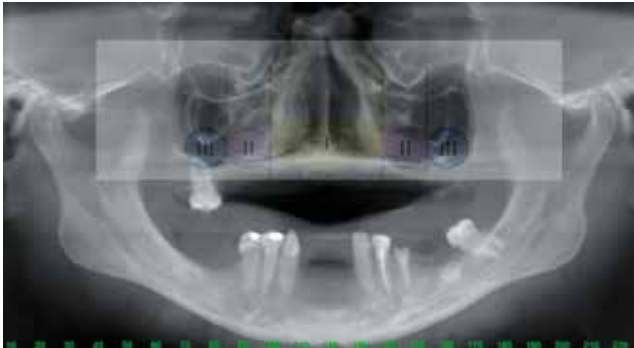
Radiografia panorâmica e zonas ósseas disponíveis.
